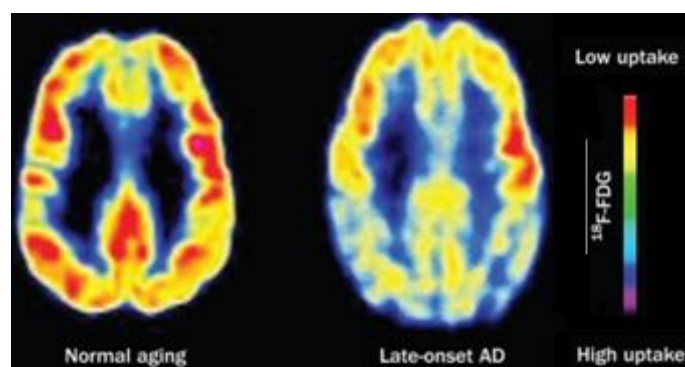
Alterações reveladas por PET no cérebro com DA. Os padrões de PET ^{18}F -FDG característicos de atividade metabólica em indivíduos cognitivamente normais e pacientes com DA de início tardio (Fonte: Reitz *et al.*, 2011).
